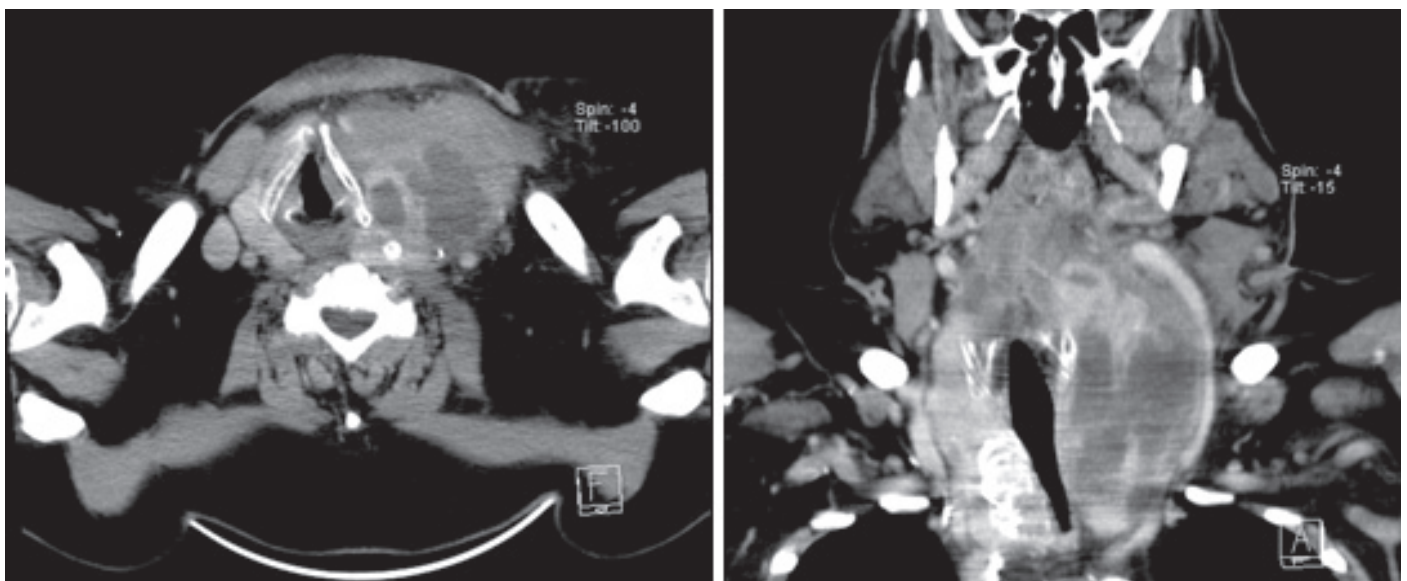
TC cervico-torácica
